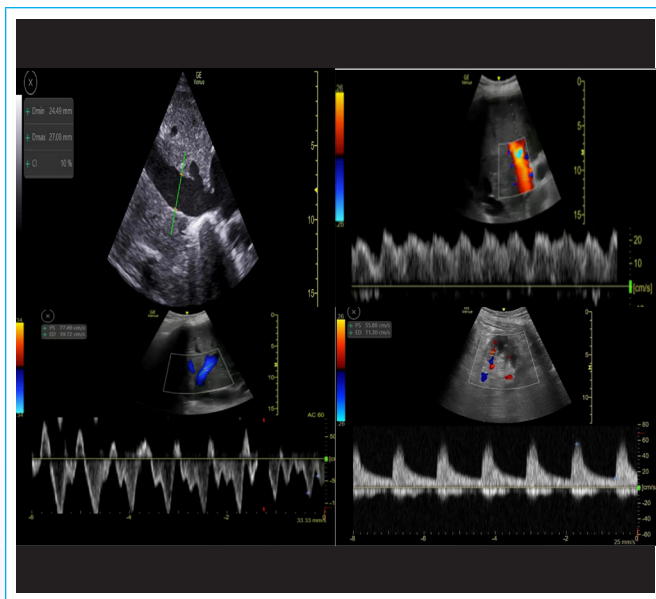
Patrón Doppler de congestión moderada.
